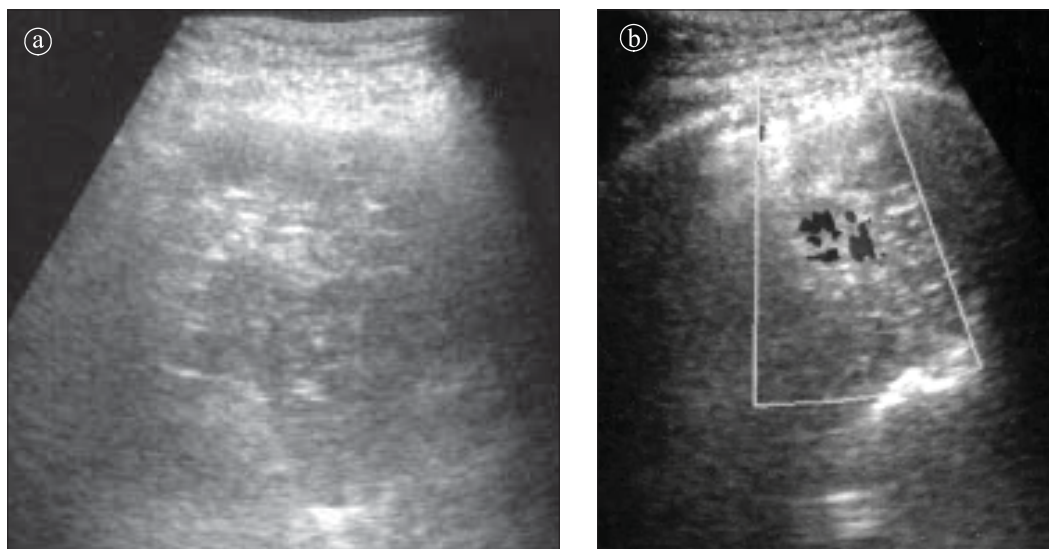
Neuroblastom. Ecografie. a) Bidimensională b) Doppler. Formațiune parenchimatoasă suprasternală hipervascularizată.
